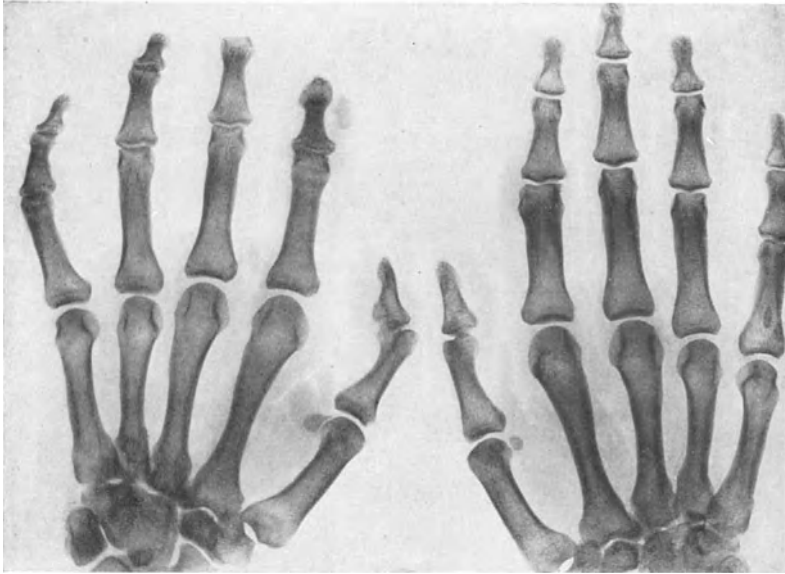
Röntgenaufnahme einer 32jähr. Dienstmagd mit Syringomyelie (vgl. Abb. 297 auf Seite 398). Infolge dieses Nervenleidens ist es zur Hautverdickung sämtlicher Finger und zu einem Schwunde der Endphalangenknochen des zweiten und dritten Fingers der linken Hand gekommen. (Beobachtung der med. Klinik in Erlangen.)
